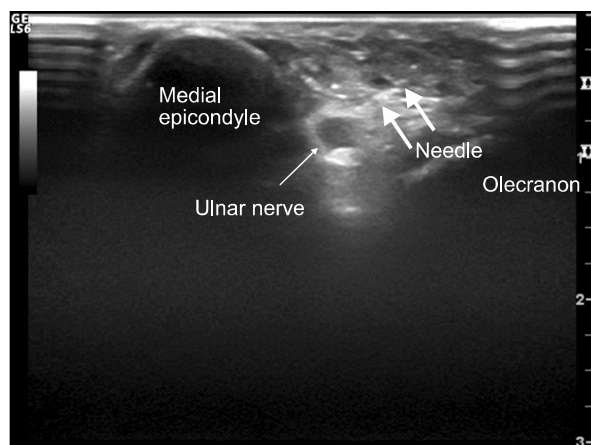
Needle insertion in close proximity of ulna nerve for pulsed radiofrequency lesioning using transverse scan of ultrasound (10–14 MHz, 5 cm probe, S6, GE, USA) at elbow joint level.
